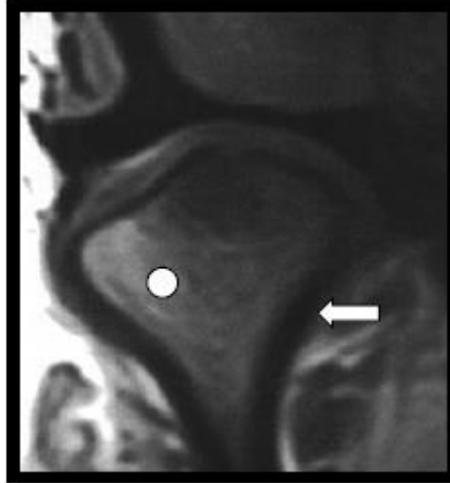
Imagem por RMN da ATM no plano parassagital em T1.
